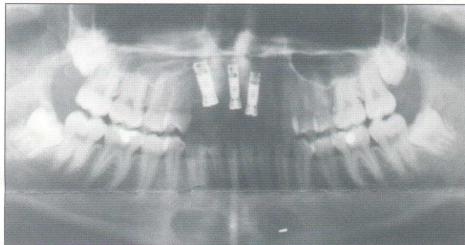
RTG snímek výchozího stavu.
